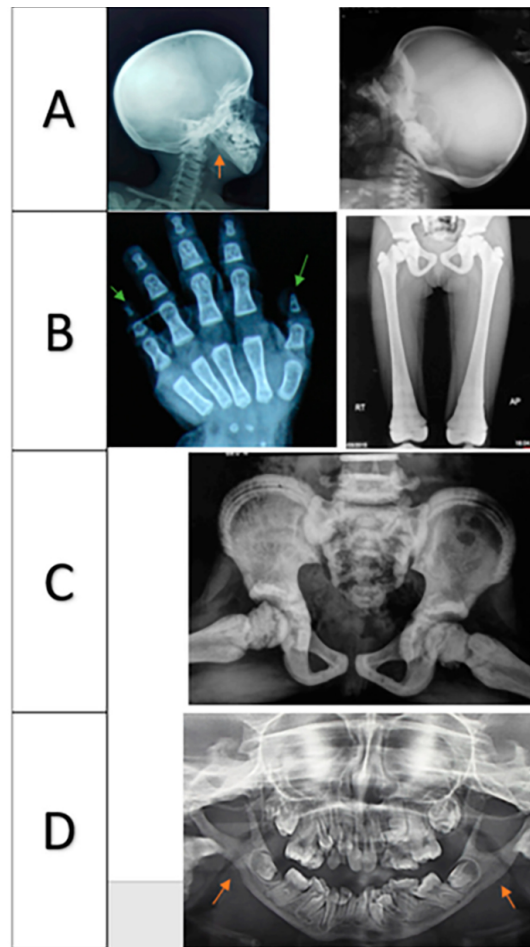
(A — Crânio mostrando calvária espessada, fontanela anterior aberta e ossos wormianos; as setas vermelhas indicam ângulos mandibulares retos. B e C — Aumento da densidade óssea; as setas verdes indicam acro-osteólise das falanges terminais. D — Radiografia panorâmica mostrando disposição irregular dos dentes; as setas vermelhas indicam ângulos mandibulares retos). Fonte: *Genetic and Molecular Evaluation: Reporting Three Novel Mutations and Creating Awareness of Pycnodysostosis Disease*.
